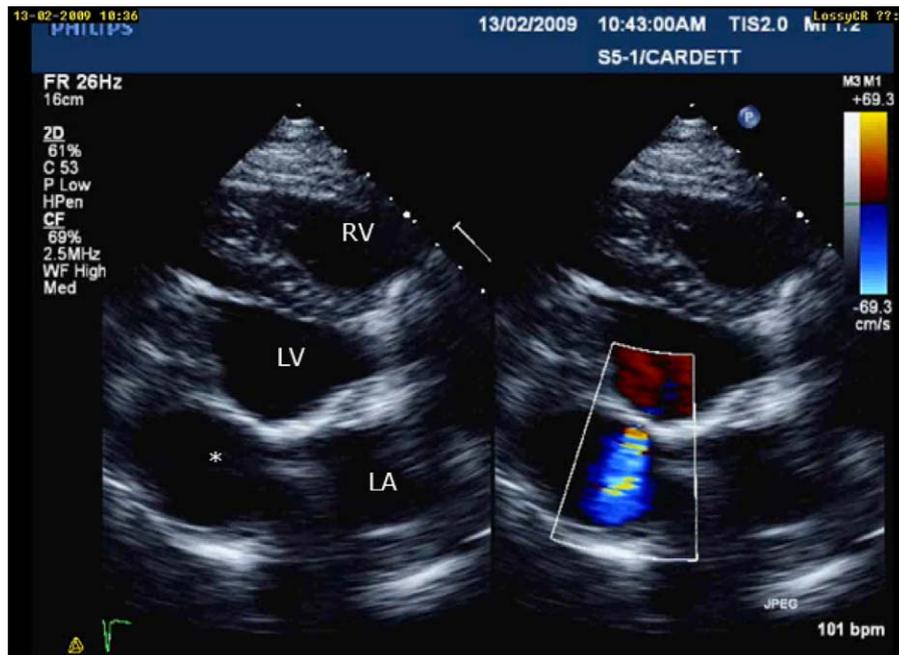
Paraesternal eixo longo: O tamanho do aneurisma (*) diminuiu mas persiste um fluxo ligeiro através do retalho pericárdico por Doppler a cores.
